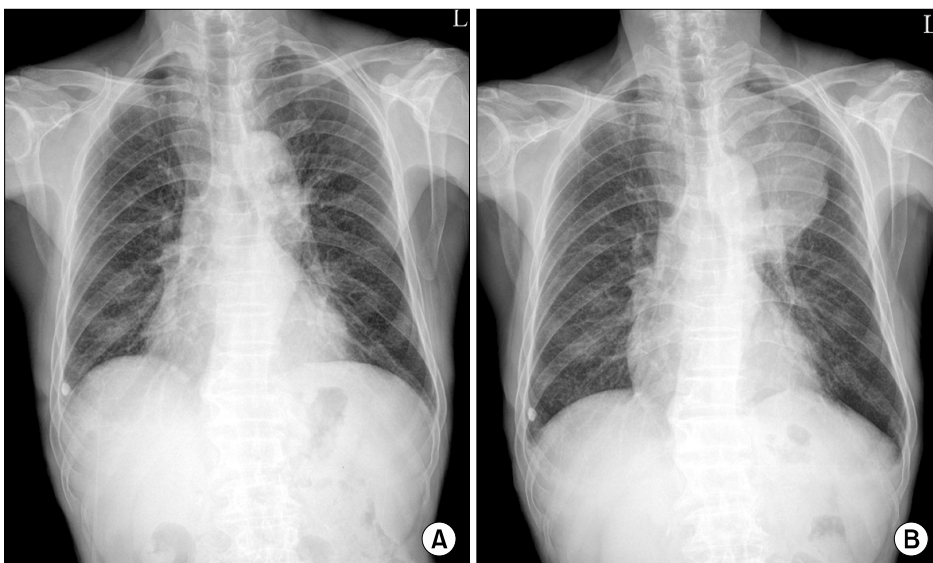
At the time of diagnosis of CLL, the chest x-ray shows subtle fibrotic scars in left upper lung field (A). And after 7 months of diagnosis of CLL, the chest x-ray shows a large mass in the left upper lung field with broad base in the mediastinum (B).
